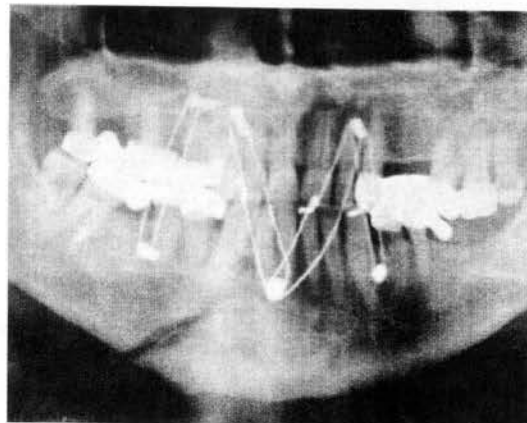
Ortopantomograma de control.
